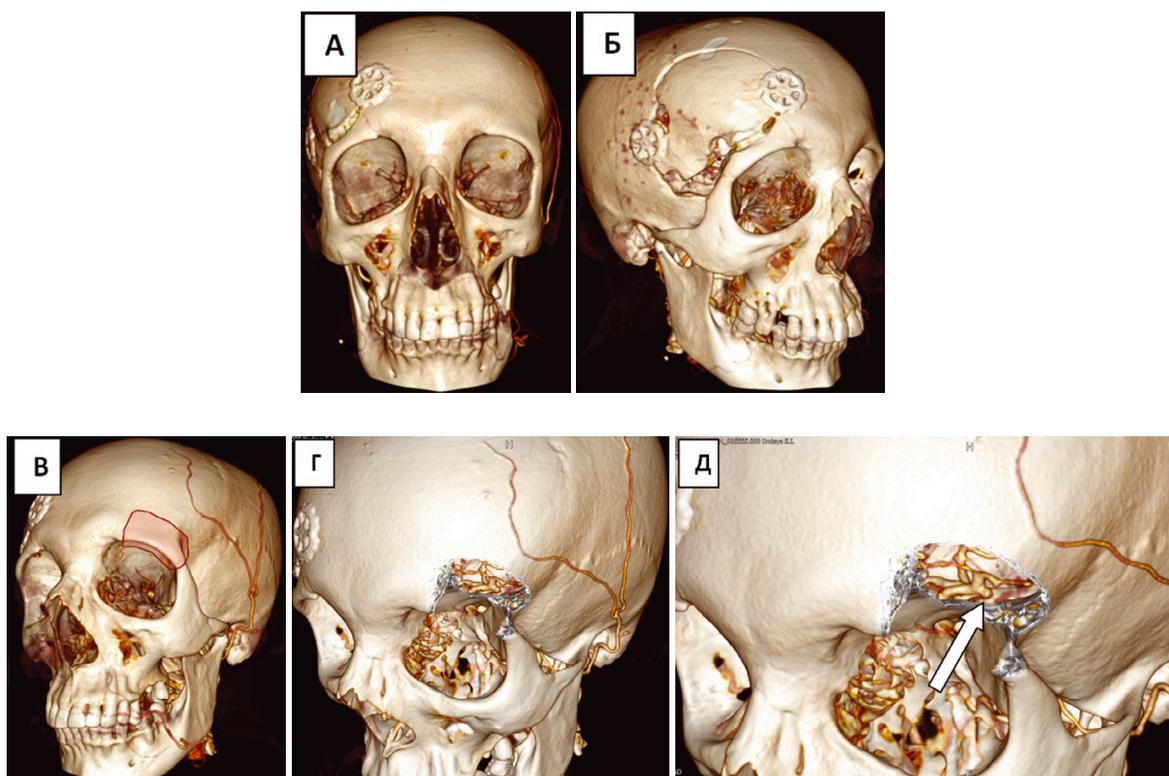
А, Б — КТ с 3D-реконструкцией у больной, оперированной в остром периоде кровоизлияния из птерионального доступа. В-Д — Использование виртуальной краниотомии для планирования второго этапа операции: клипирования аневризмы левой ВСА-ЗСА (стрелка)
